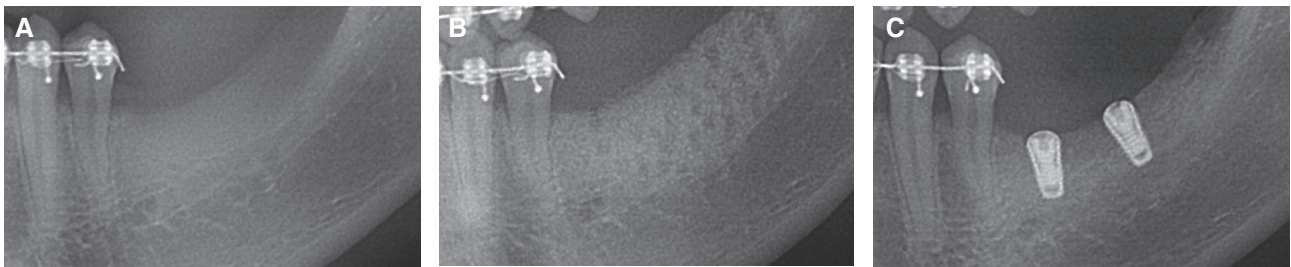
Radiograph on #35, 36. (A) Before treatment, (B) Bone graft with resorbable collagen membrane, (C) After first implant surgery.
